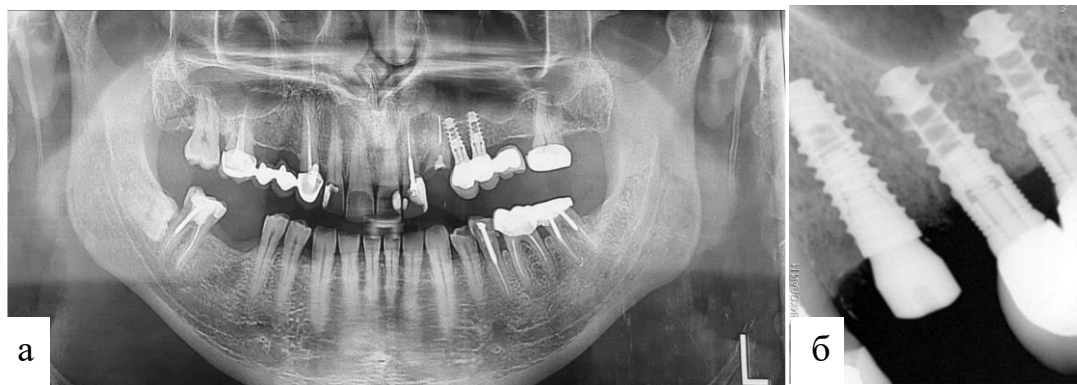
Фотографічне зображення панорамної рентгенограми до постановки імплантатів та радіовізіограми відразу після встановлення імпланту.
